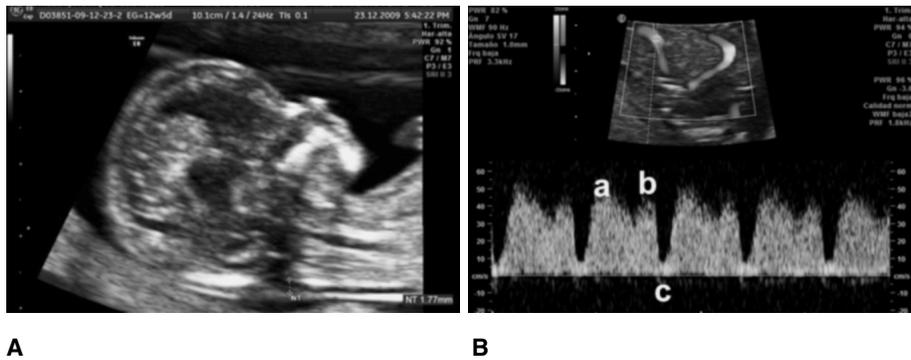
A. Imagen que muestra la forma correcta de evaluar la translucencia nucal (TN). La edad gestacional debe estar entre las semanas 11 y 13.6, con una longitud cráneo-caudal de entre 45 y 84 mm. Se obtiene un corte sagital a nivel de la línea media de la cabeza fetal, con ésta en posición neutra (sin flexión ni extensión). Sólo se incluye en la imagen la cabeza y la parte superior del tórax y se debe magnificar tanto como sea posible. Se mide el máximo grosor de la translucencia subcutánea que abarca desde la piel hasta el tejido blando que cubre la espina cervical; se deberá ser precavido para distinguir con claridad el amnios de la piel fetal. Los *callipers* se colocarán en las líneas que definen a la TN; la línea horizontal de la “cruz” del *calliper* se coloca de forma coincidente con la línea blanca y no con el espacio negro en ambos extremos. Durante la evaluación se toma más de una medida y la mayor se emplea para los cálculos de utilidad clínica. El hueso nasal (HN) se evalúa en el mismo plano en que se evalúa la TN. En la imagen es posible observar dos líneas tendientes a ser paralelas a nivel de la nariz: la superior corresponde a la piel y la inferior al HN. B. Forma de la onda normal del *ductus* venoso durante el primer trimestre obtenido mediante Doppler pulsado; es posible distinguir tres ondas: en la imagen titulada como *a.* corresponde a la sístole durante el ciclo cardiaco, *b.* corresponde a la diástole y *c.*, llamada también “onda A”, corresponde a la contracción atrial. Con base en esta última se determina la anomalía en caso de que esté por debajo de la línea basal (reversa).
